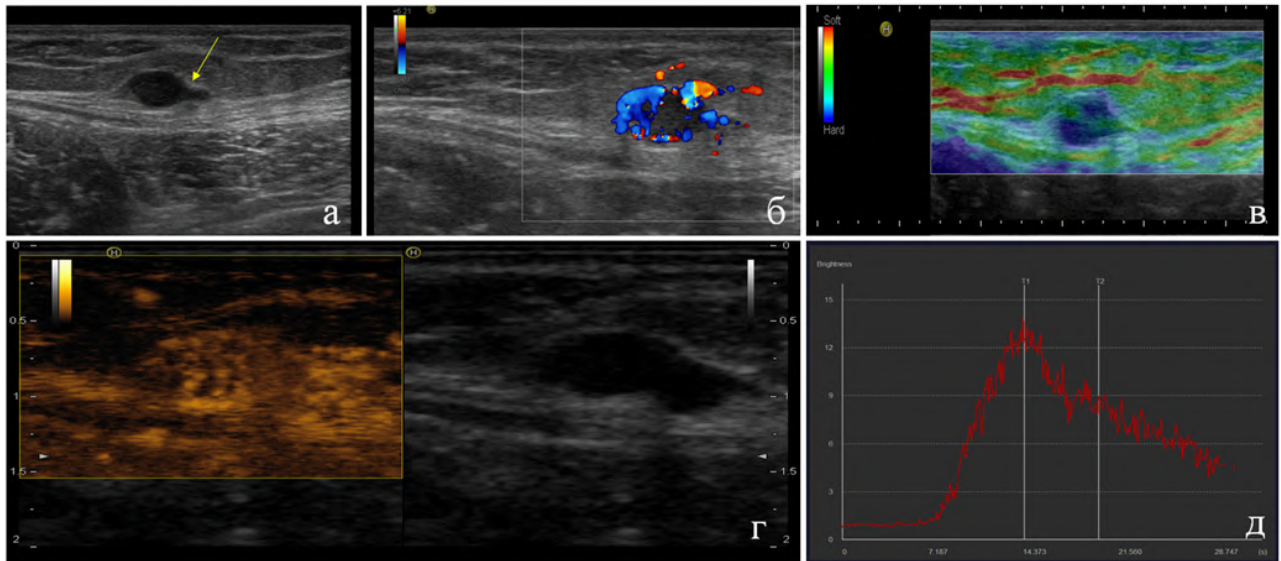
Результат КУУЗИ мягких тканей правого бедра: А — В-режим: гипоэхогенное образование неправильной формы с четкими, ровными контурами, равномерно неоднородной структуры с гиперэхогенным ореолом (стрелка); Б — режим ЦДК: гипervasкулярный перинодулярный кровоток; В — режим СЭГ: 4-й эластотип (высокая жесткость); Г — режим КУ: 5-й паттерн (спиралевидный); Д — режим КУ: 3-й тип кинетической кривой
